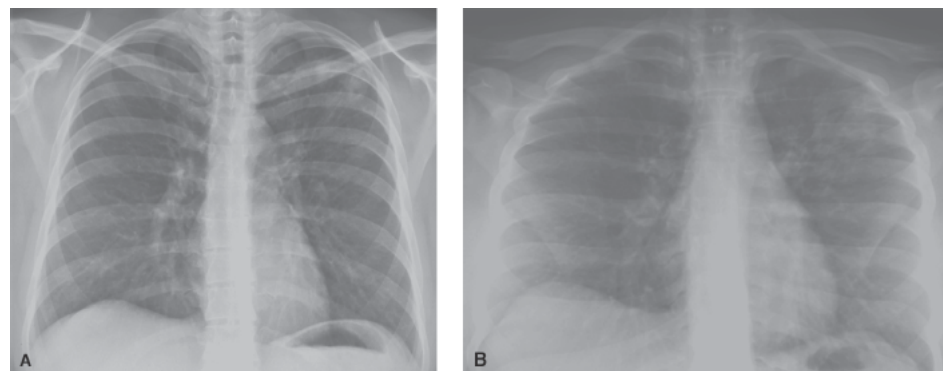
Tuberculose pulmonar. Radiografias do tórax na projeção posteroanterior (A) e projeção apicolordótica (B). Em A, são observadas opacidades alveolares no campo pulmonar superior à esquerda. Em B, com elevação das clavículas, as opacidades são observadas com maior facilidade. Paciente com tuberculose pulmonar em atividade.
